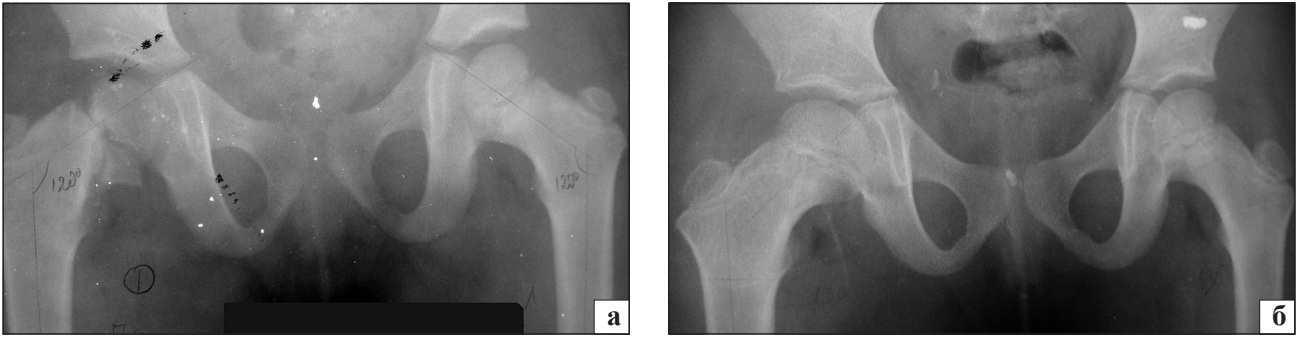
Рентгенограма кульшового суглоба хворого 3., 5 років: а) *coxa vara dystrophyca* справа до початку консервативного лікування, б) через 2 роки
